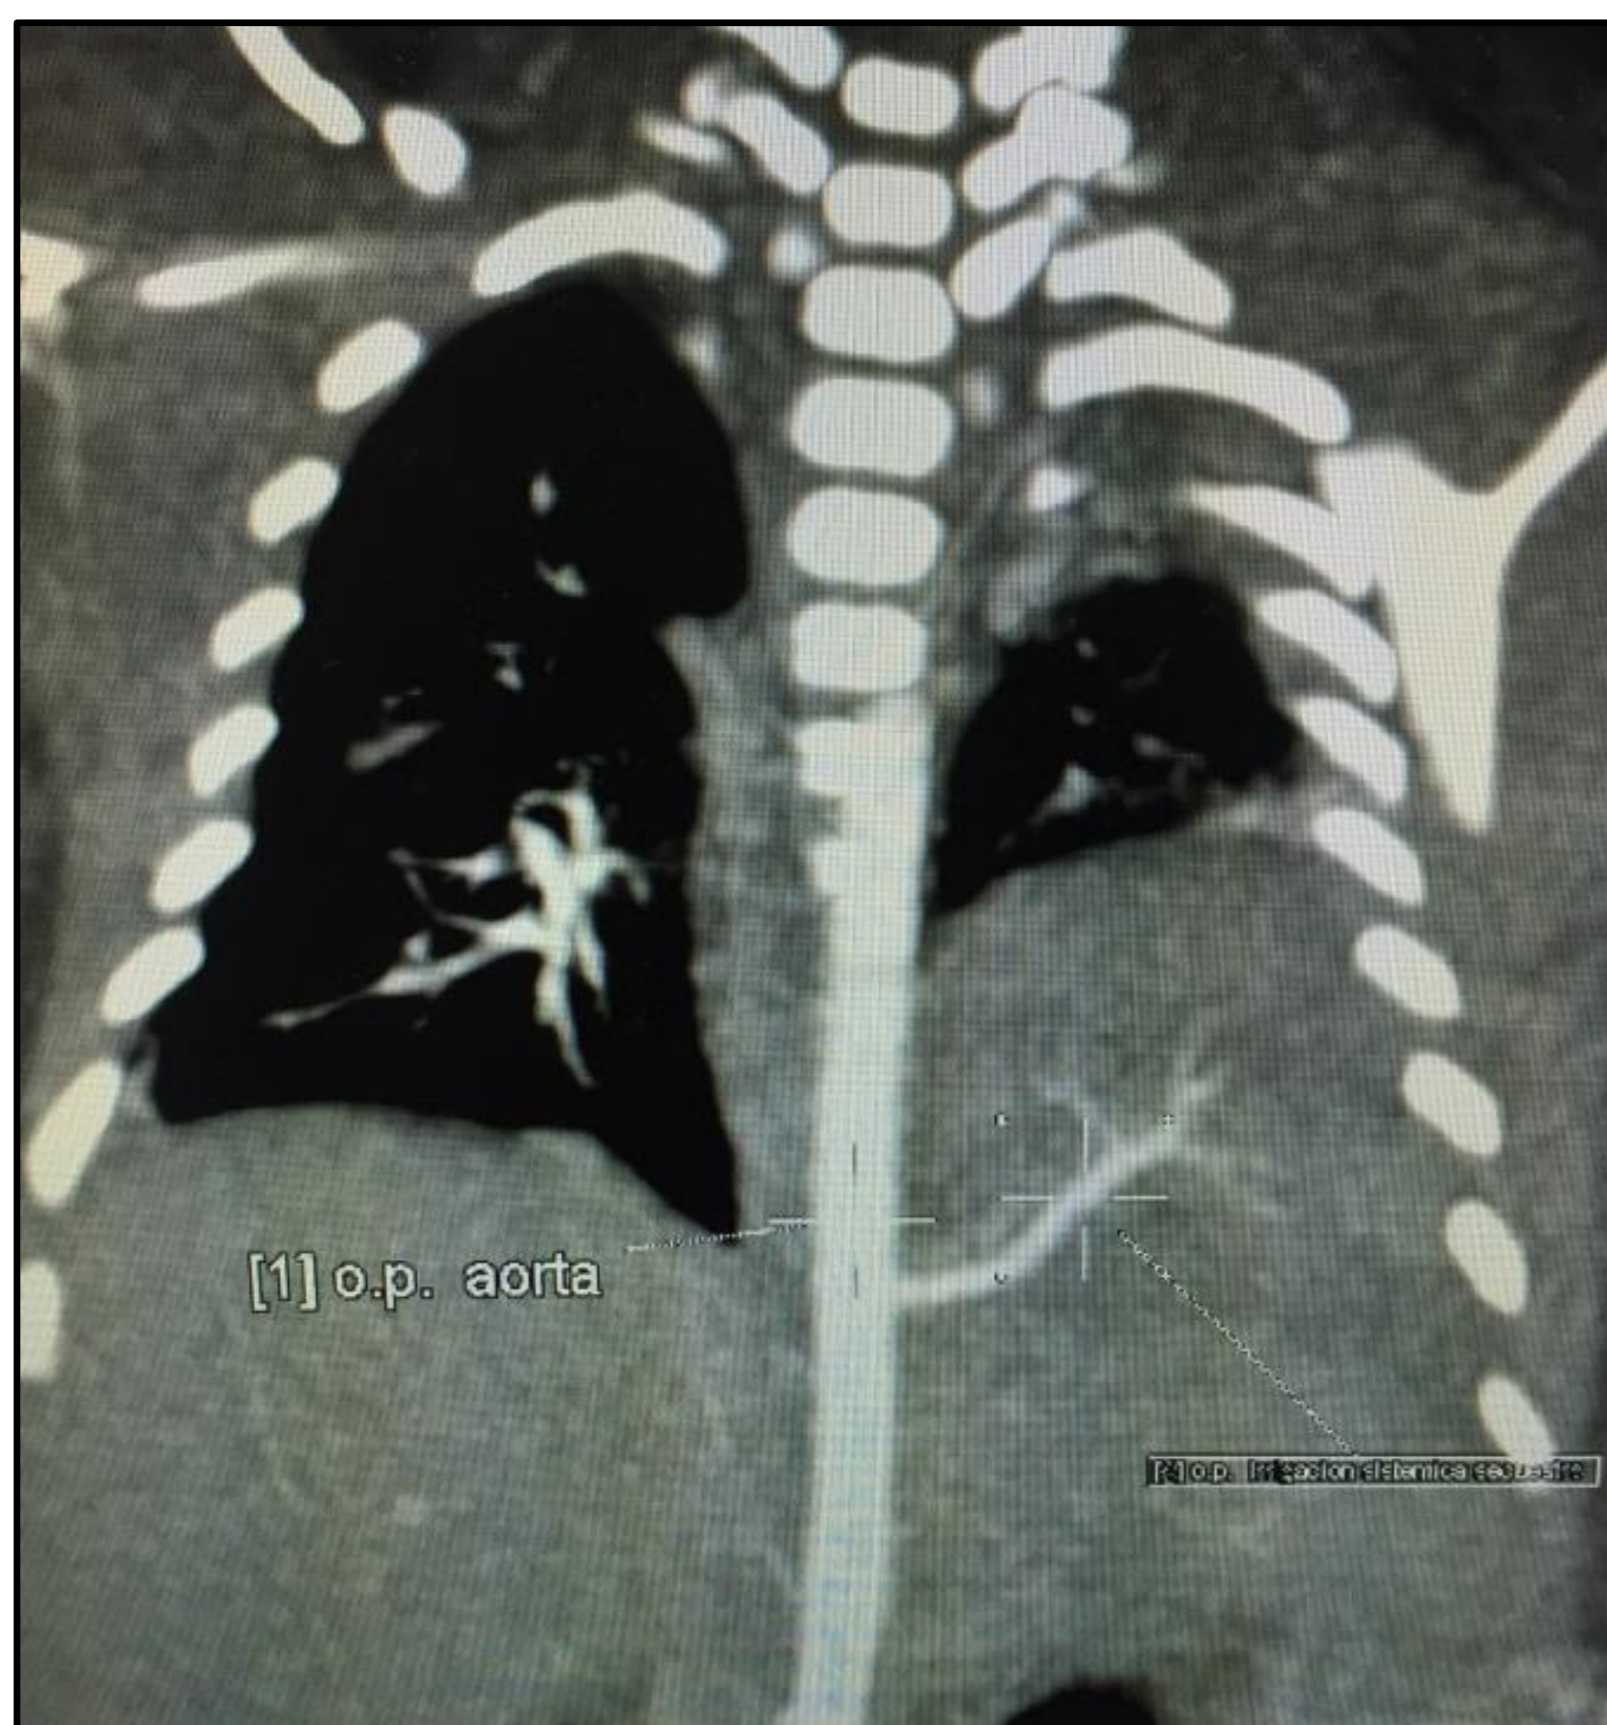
Angio TAC de tórax donde se evidencia arteria accesoria proveniente de la Aorta.
